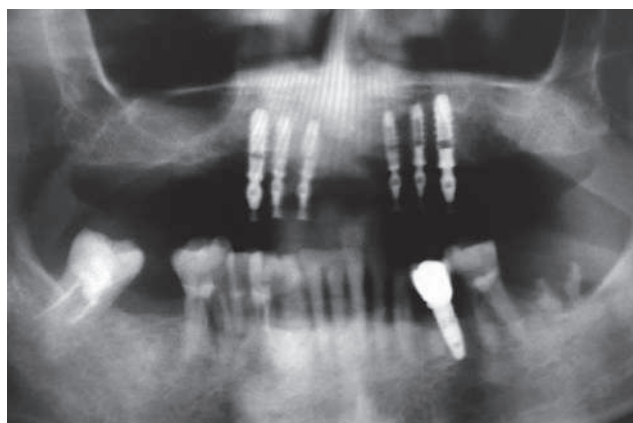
Radiografia postoperatoria
